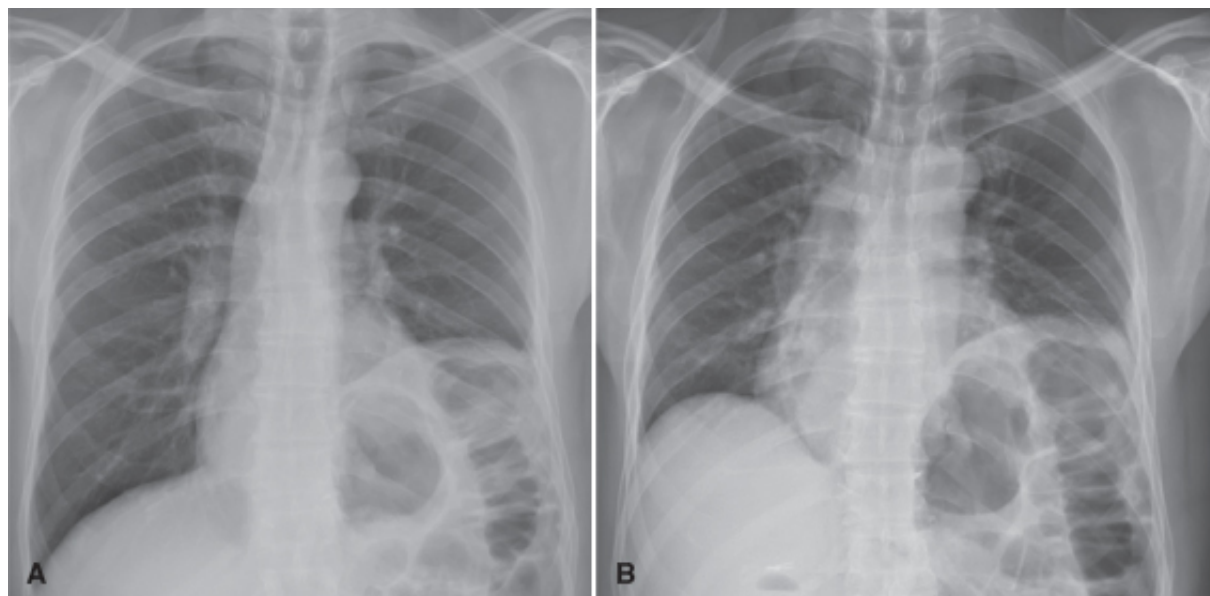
Radiografias do tórax na projeção anteroposterior em inspiração (A) e expiração (B). Observa-se importante elevação da hemicúpula diafragmática esquerda, sem mobilidade na aquisição expiratória (B), sugerindo paralisia diafragmática.
